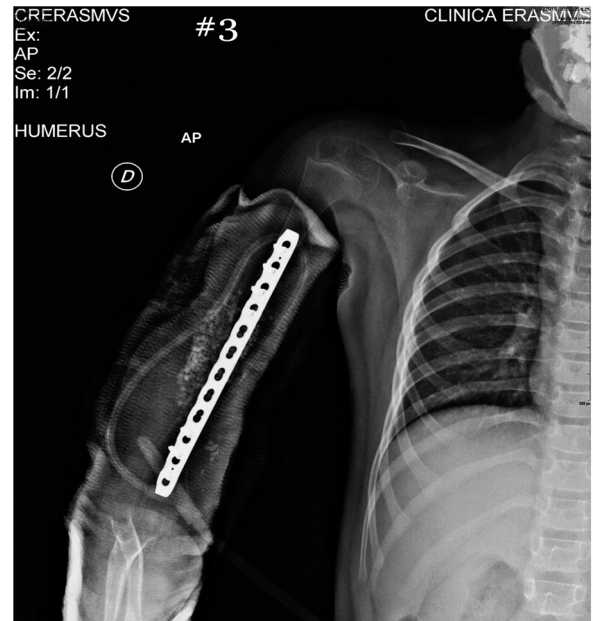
Radiografía muestra adecuada consolidación.
